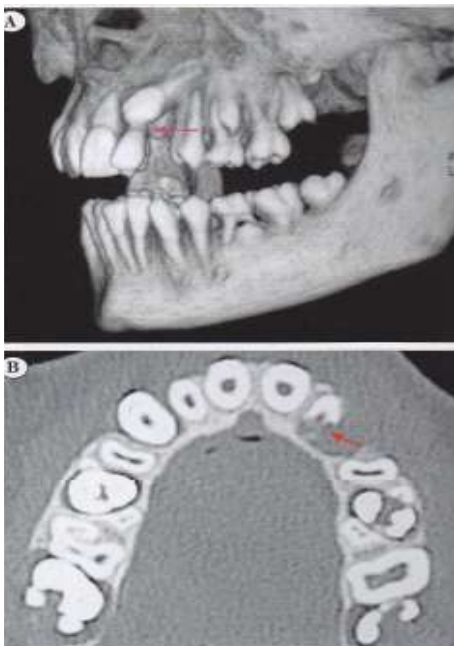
TAC canino incluido
